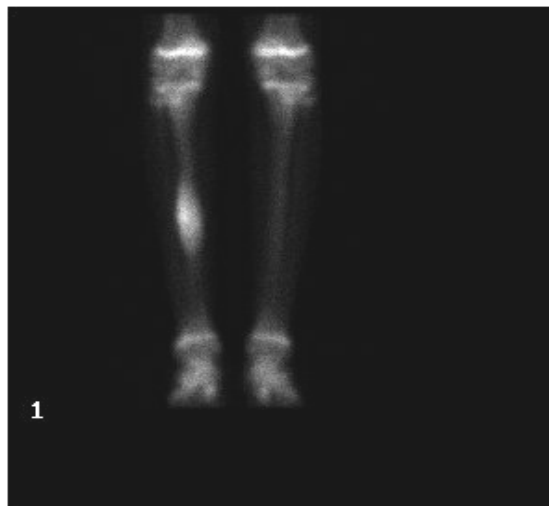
Image scintigraphique d'un ostéome ostéoïde du tibia
